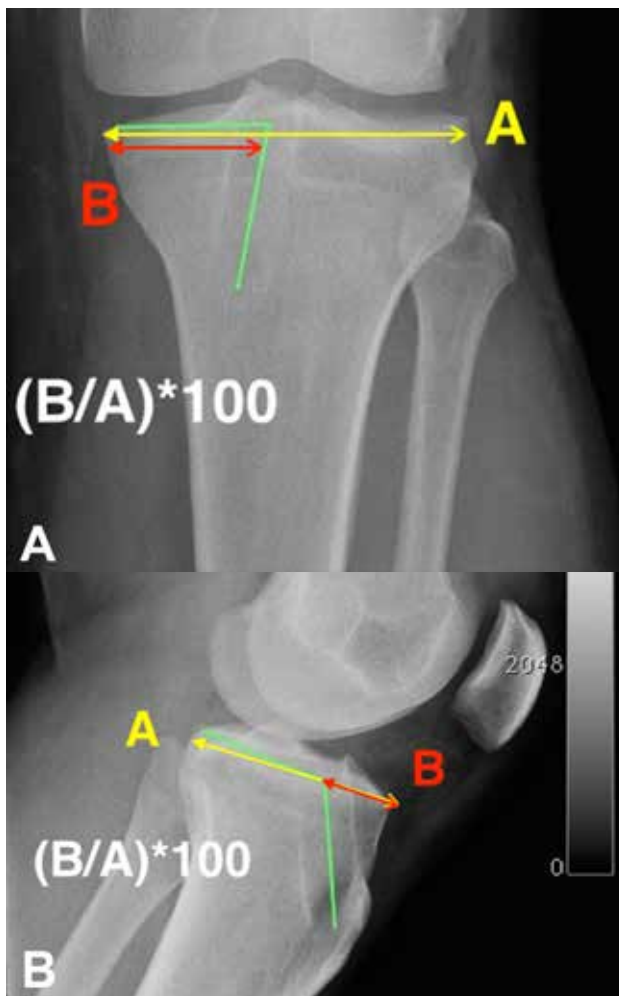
A. Radiografía de tibia de F, se observa la dist mediolateral del platillo tibial (A) y la distancia del túnel tibial a la cortical medial (B) y la medición porcentual. La línea verde evidencia el ángulo del túnel tibial. B. Rx tibia perfil donde se observa la distancia posteroanterior del platillo tibial interno (A) y la distancia del túnel tibial a la cortical anterior (B). El ángulo del túnel tibia con respecto al platillo tibial (línea verde).
